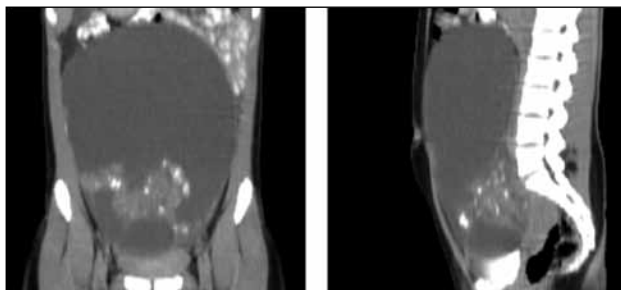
Tomografia computadorizada de abdômen com volumosa massa complexa abdominopélvica de provável etiologia ovariana.
